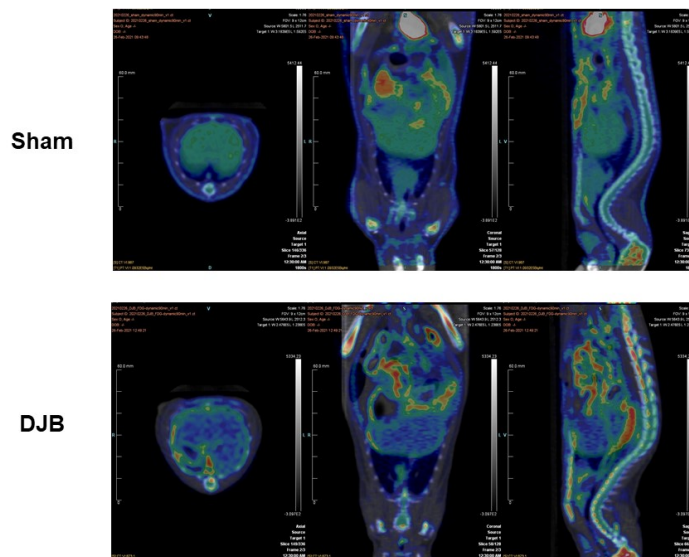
DJB 術後 24 時間での ^{18}F -FDG PET 画像
